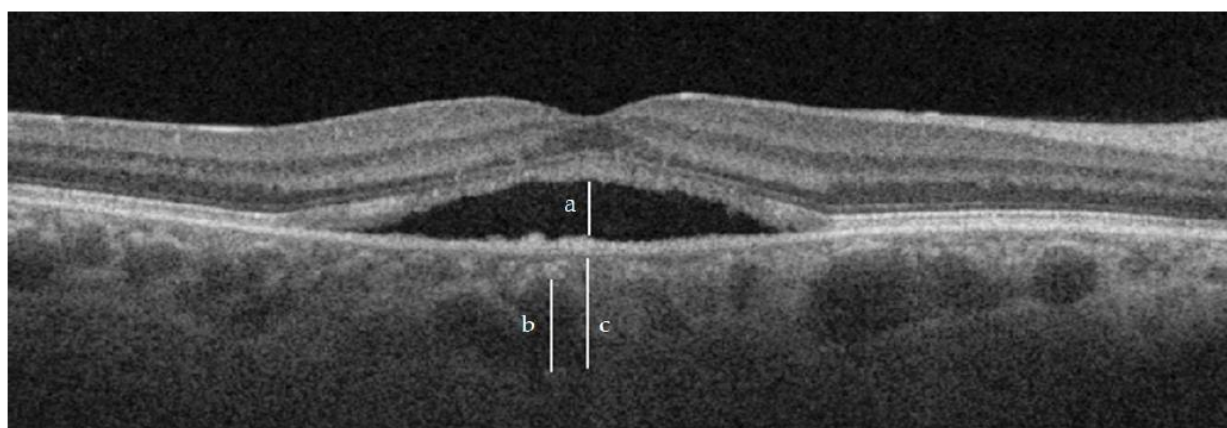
Measurements of SRF (a), Haller layer (b) and CT (c). For reference purposes, the Haller layer was not measured exactly under the maximum height of SRF.
